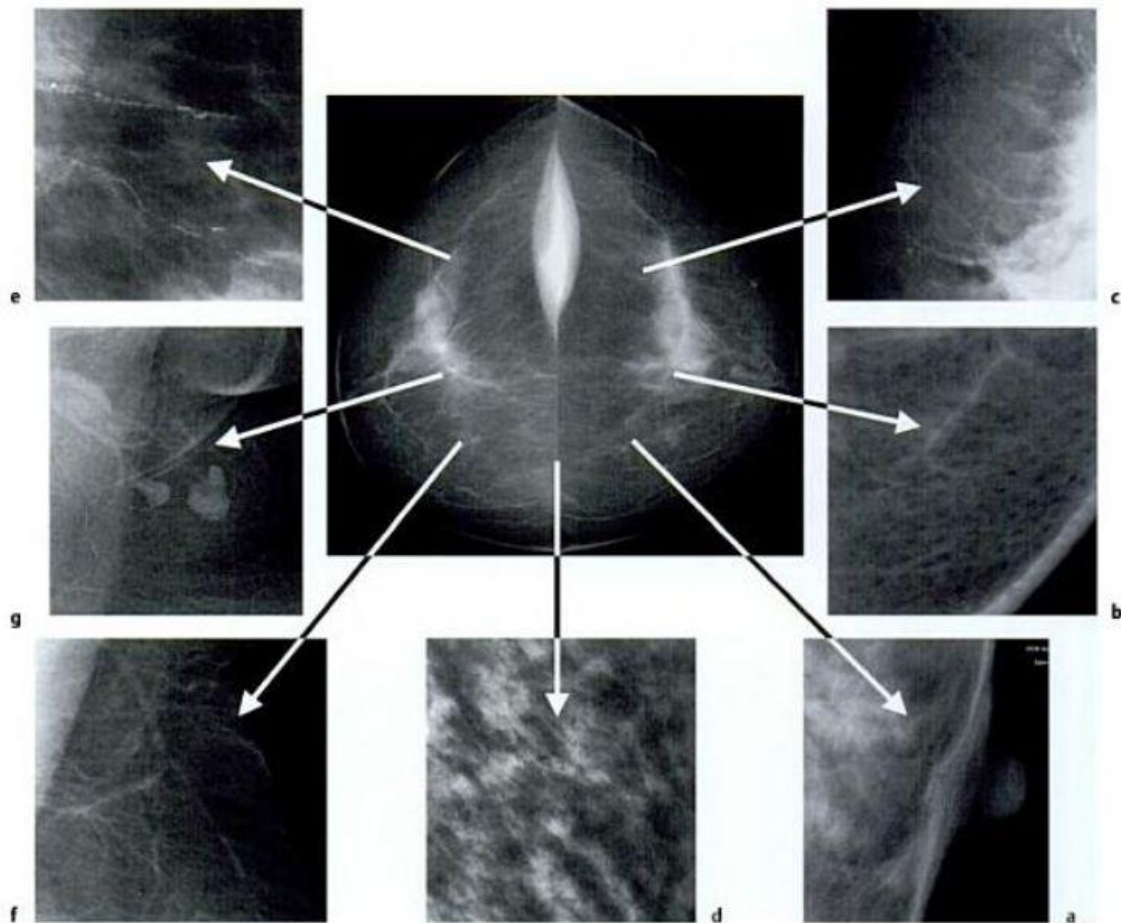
Röntgenmorphologisches Erscheinungsbild anatomischer Strukturen der weiblichen Brust <sup>(60)</sup>
